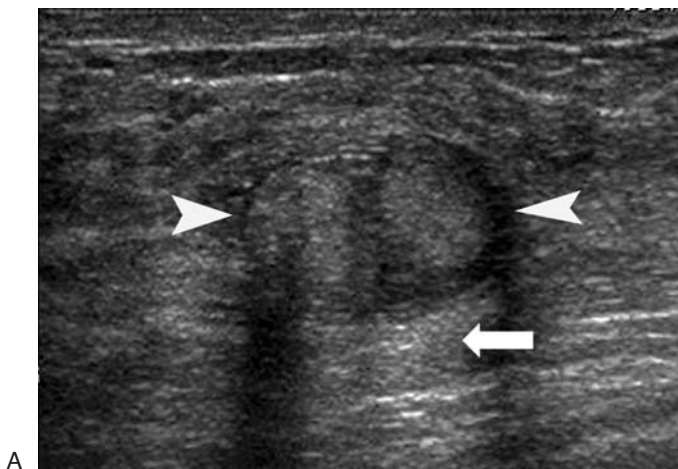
Obraz guza ziarnistokomórkowego w badaniu ultrasonograficznym jest zmienny – może on być widoczny zarówno jako dobrze odgranieczona, hipoechogenna masa z tylnym wzmocnieniem akustycznym, jak i hiperechogeniczna zmiana ogniskowa ze stożkiem cienia akustycznego o częściowo zatartych granicach (Ryc. 6.15) (20–22). Często jest obecna hiperechogenna otoczka.
